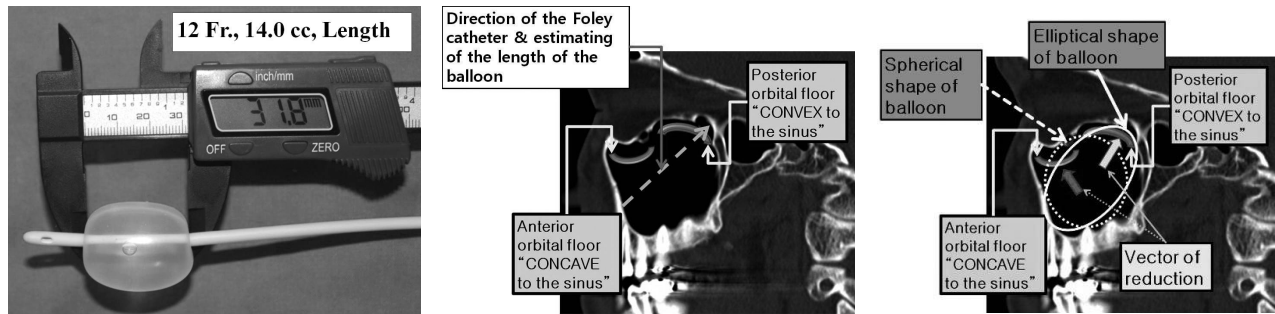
Preoperative planning and balloon estimation. (Left) A photograph of a 12 French urinary balloon catheter injected with saline. The elliptically shaped balloon is estimated to be about 31.8 mm in length after injecting 14 mL. (Center) Preoperative computed tomography (CT) shows that the anterior orbital floor is concave, relative to the sinus roof, and the posterior shelf is convex. The photograph also shows the direction of the inserted catheter and estimated length of the balloon. (Right) Choice of balloon shape. The anterior floor matches an spherical balloon, but the posterior shelf matches an elliptical balloon.
